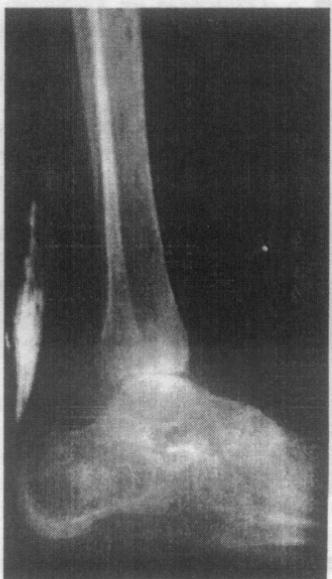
Контрастная рентгенограмма ахиллова сухожилия в отдаленном после тенотомии периоде
